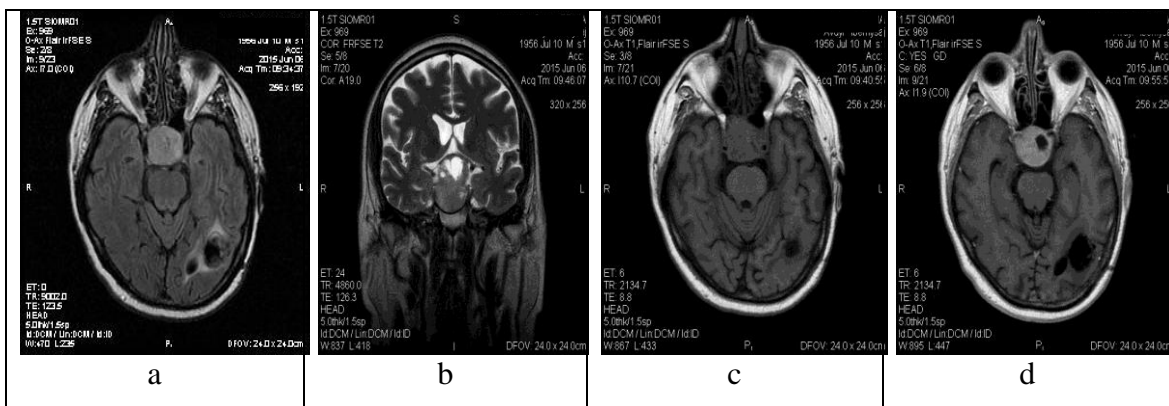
Makroadenoma hipofizare: Proces ekspanziv me lokalizim intra dhe suprasellar: hipersinjal në FLAIR (A), heterogjen Cor me ndryshim cistik (b), hiposinjal T1 (c) dhe përforsim të kontrastit të aplikuar i.v (d) shoqëruar me infiltrate occipital majtas heterogjen në FLAIR (A).
